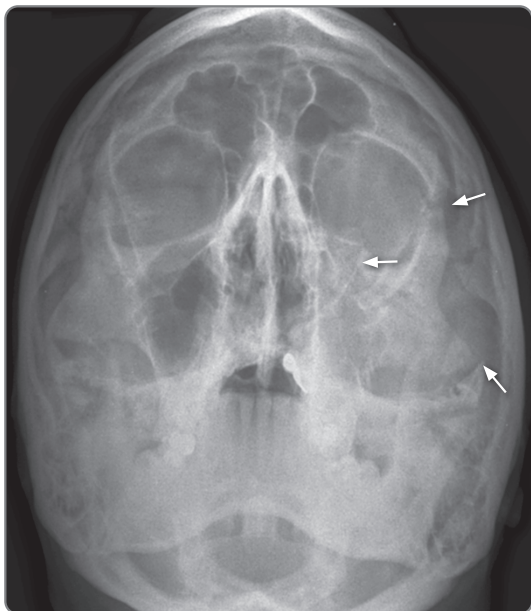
На рентгенограмме лицевого черепа показаны перелом левого скулового комплекса и нарушение непрерывности линий Долана (стрелки)
